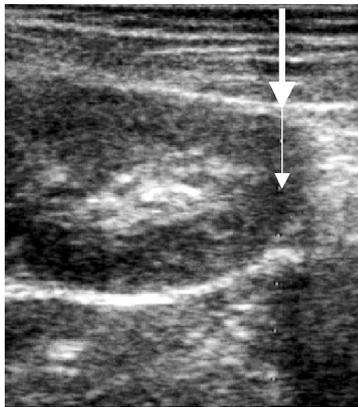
リネアタイプの超音波端子を用いて、上から下に向かってガイドに沿って皮膚に垂直方向に穿刺する方法(↓方向に穿刺針はすすむ。
